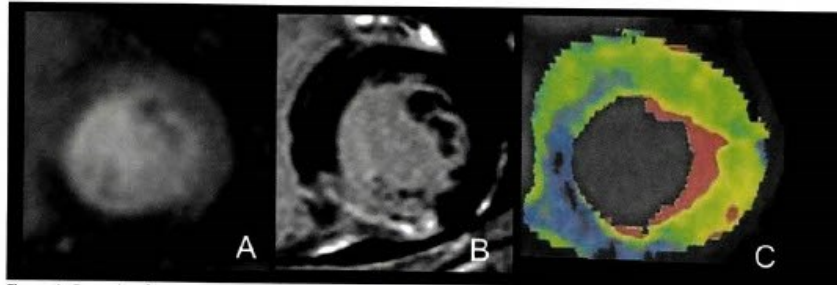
Example of the result of a dynamic CT perfusion scan (C) demonstrating significantly reduced myocardial blood flow in the infero-septal myocardium (blue coding) and normal reference myocardium (green coding) that corresponds to a transmural infarct as evident on CMR (A: MRI perfusion study, B: late gadolinium enhancement) [37].
